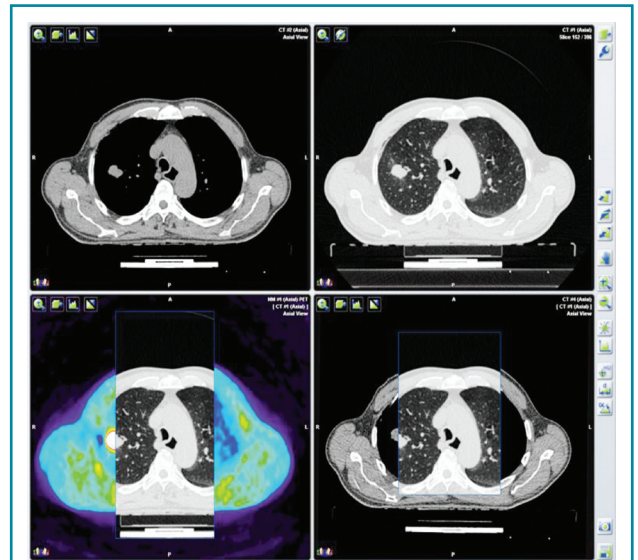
ПЕТ/КТ з  $^{18}\text{F}$ -ФДГ. Вогнище гіперфіксації  $^{18}\text{F}$ -ФДГ в надключичній зоні справа, метаболічне зображення після проведення таргетної терапії
